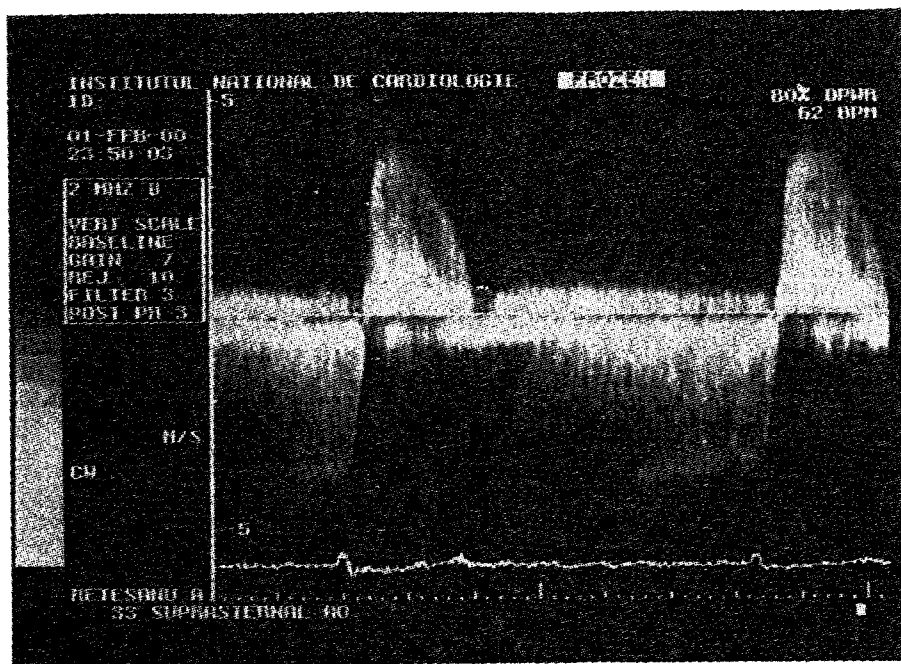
Examen Doppler spectral la un bolnav cu stenoză și insuficiență aortică. Transductor de 2 MHz fără imagine, plasat în fosa suprasternală. Deasupra liniei de zero semnalul Doppler este al stenozei aortice, iar dedesubtul liniei de zero semnalul Doppler este al insuficienței aortice.
